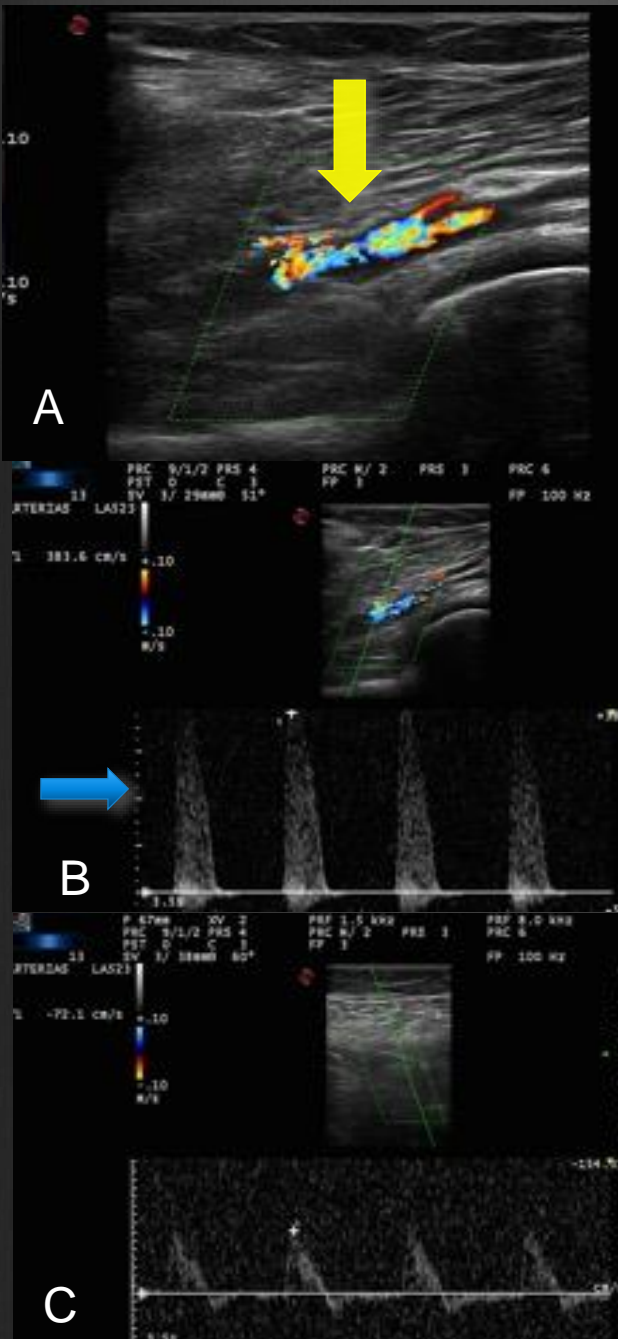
Paciente femenina de 69 años de edad, quién consulta por dolor a nivel gemelar derecho al caminar 300 mt y el cual cede al reposo. A. Eco-Doppler color: Se identifica aliasing en el tercio proximal de la arteria poplítea (flecha amarilla). B. Doppler espectral se observa un aumento de la velocidad pico sistólica y ensanchamiento espectral, VPS: 383 cm/seg(flecha azul) C. Doppler espectral del segmento previo VPS: 72 cm/seg. Ratio: 5.3 compatible con una estenosis significativa del 75 – 99%.
